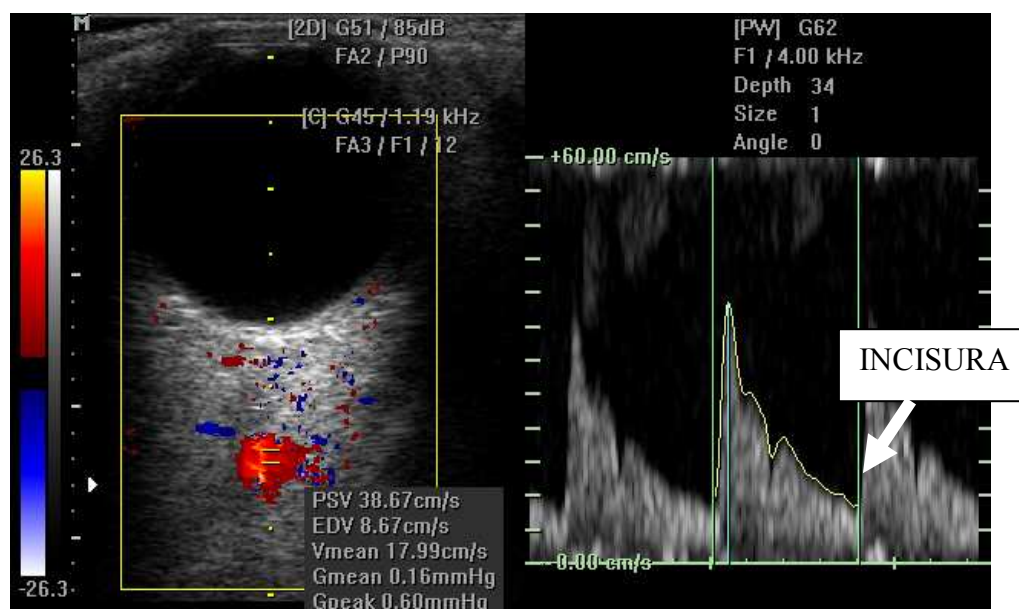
Representação dopplervelométrica da artéria oftálmica.
